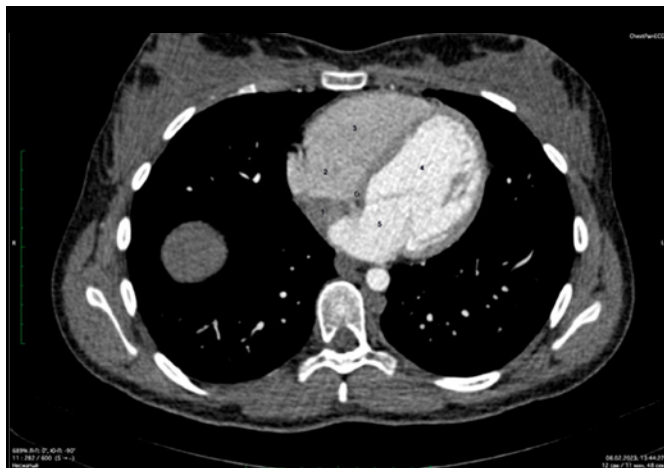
МСКТ. Аксиальный срез. Медиастинальное окно. 1 – проксимальная камера правого предсердия, 2 – дистальная камера правого предсердия, 3 – правый желудочек, 4 – левый желудочек, 5 – левое предсердие, 6 – коронарный венозный синус
